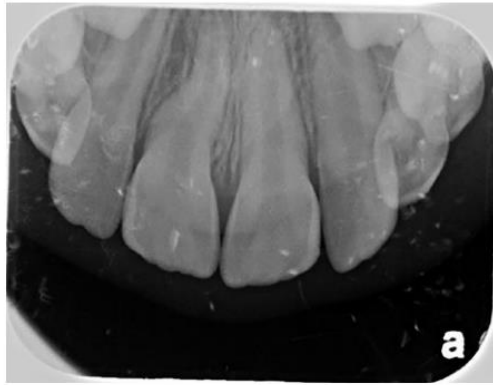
Radiografía periapical que revela dilaceración del incisivo central permanente maxilar derecho secundario a trauma al incisivo primario.⁴⁵
